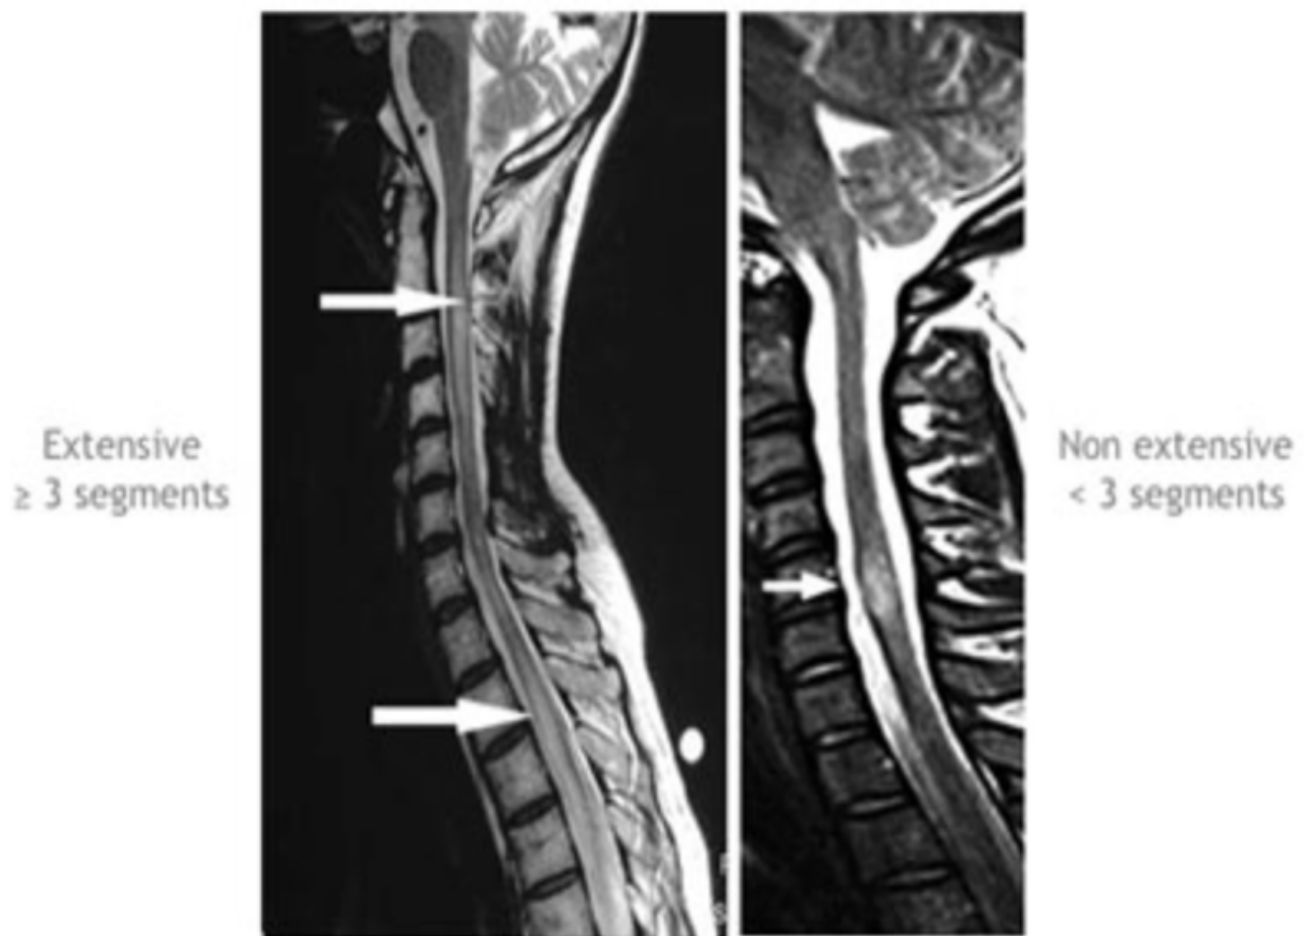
IRM médullaire montrant la présence d'une lésion qui s'étend longitudinalement sur 3 segments vertébraux [94]
